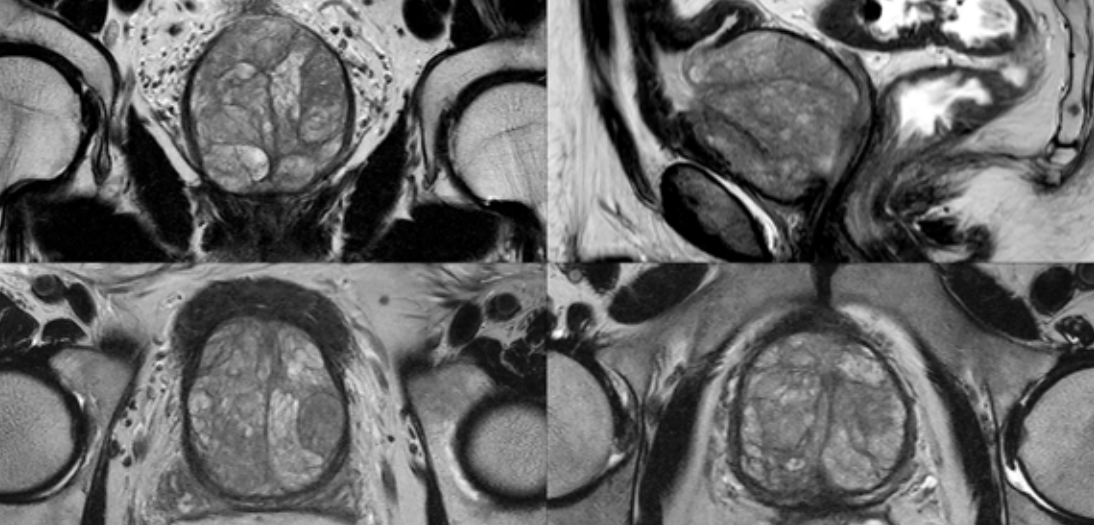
T2 ağırlıklı MRG serilerinde sağ periferik zonda, periferik zon lezyonunu taklid eden glandüler nodül (ok başı). Nodül iyi sınırlıdır, içerisinde fokal hiperintens odaklar ayrıcı tanıda yardımcıdır.
